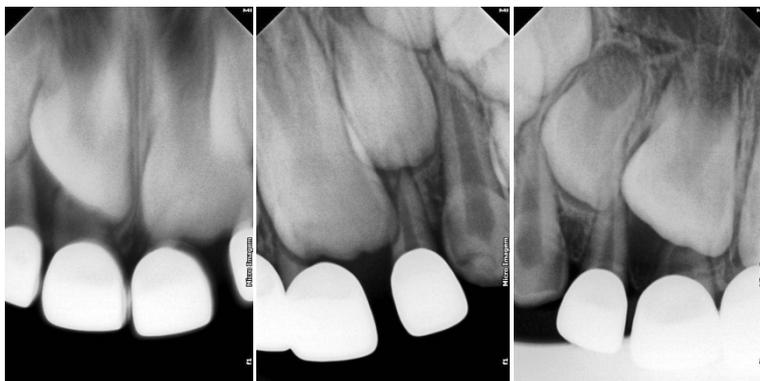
Radiografia de controle dos incisivos decíduos
